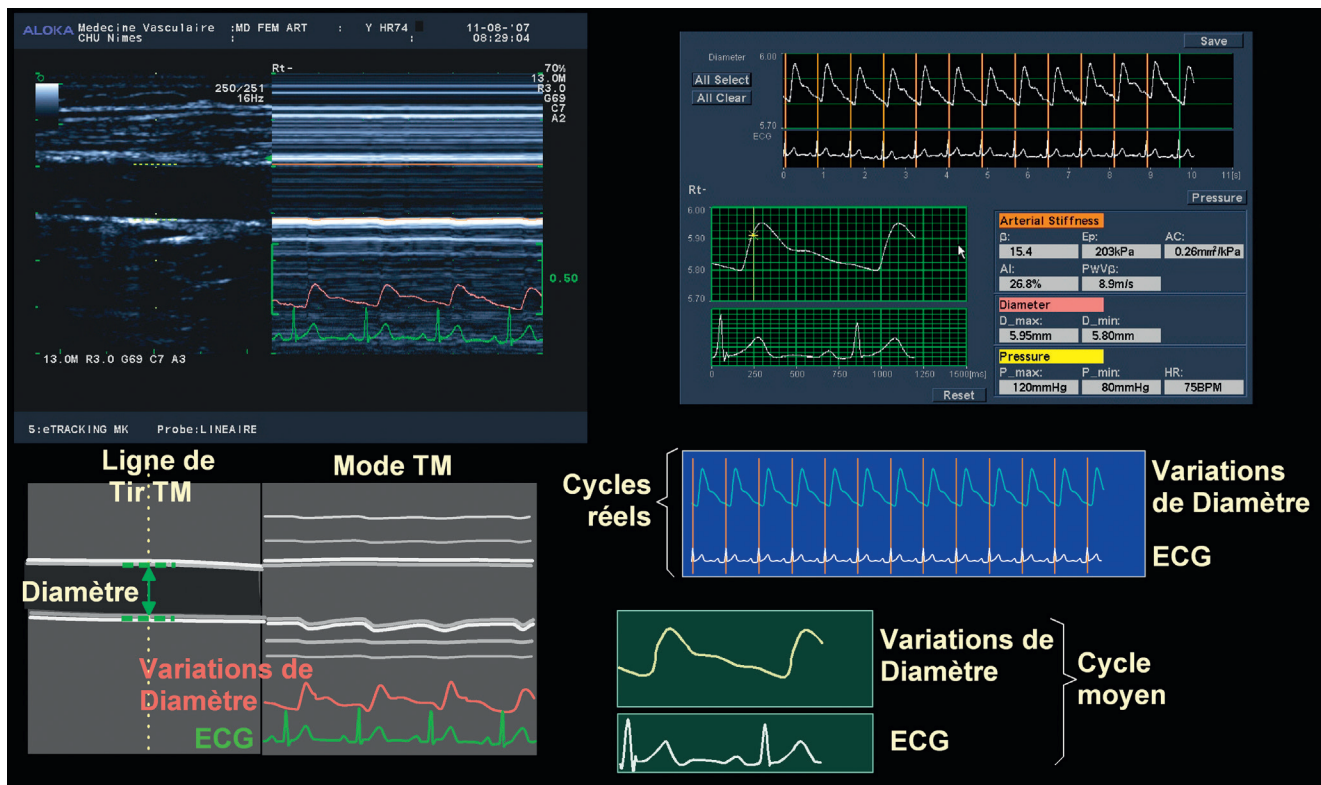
Mesure de distensibilité locale de l'artère brachiale à l'aide d'un système dédié, en *echotracking*, sur une ligne de tir échographique en mode M. Le logiciel suit les déplacements de la paroi artérielle, et détermine la courbe des variations du diamètre artériel au cours du cycle cardiaque.
